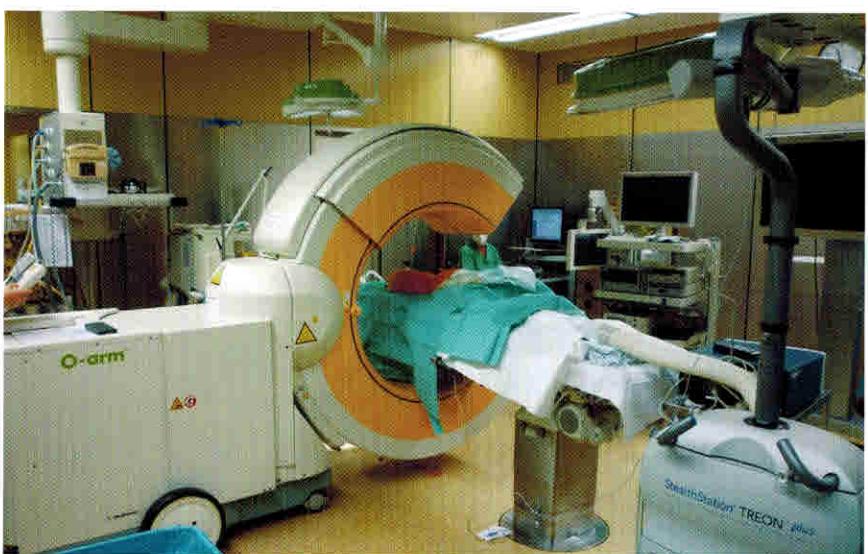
Вид больного на рентгенопрозрачном операционном столе в момент выполнения предоперационной разметки для навигации с помощью С-дуги (в операционной доктора Daniel Rozenthal, Бад-Хомбург, Германия).
